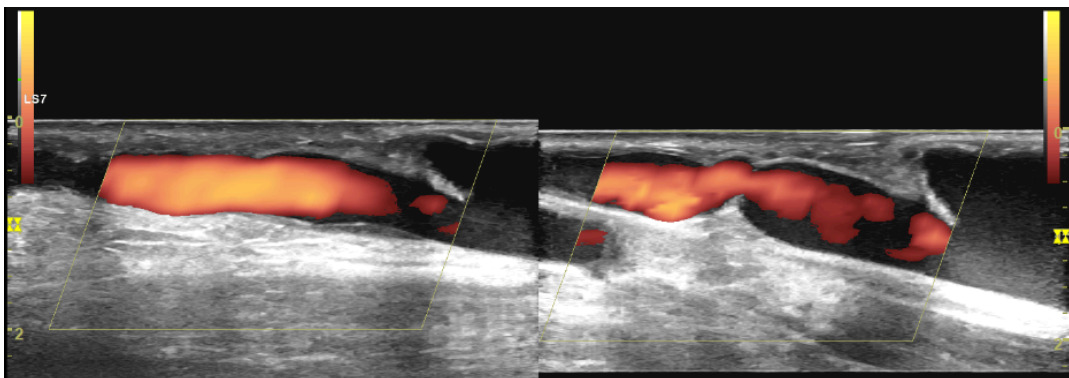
Doppler énergie montre un bon remplissage couleur après angioplastie (images comparatives)
